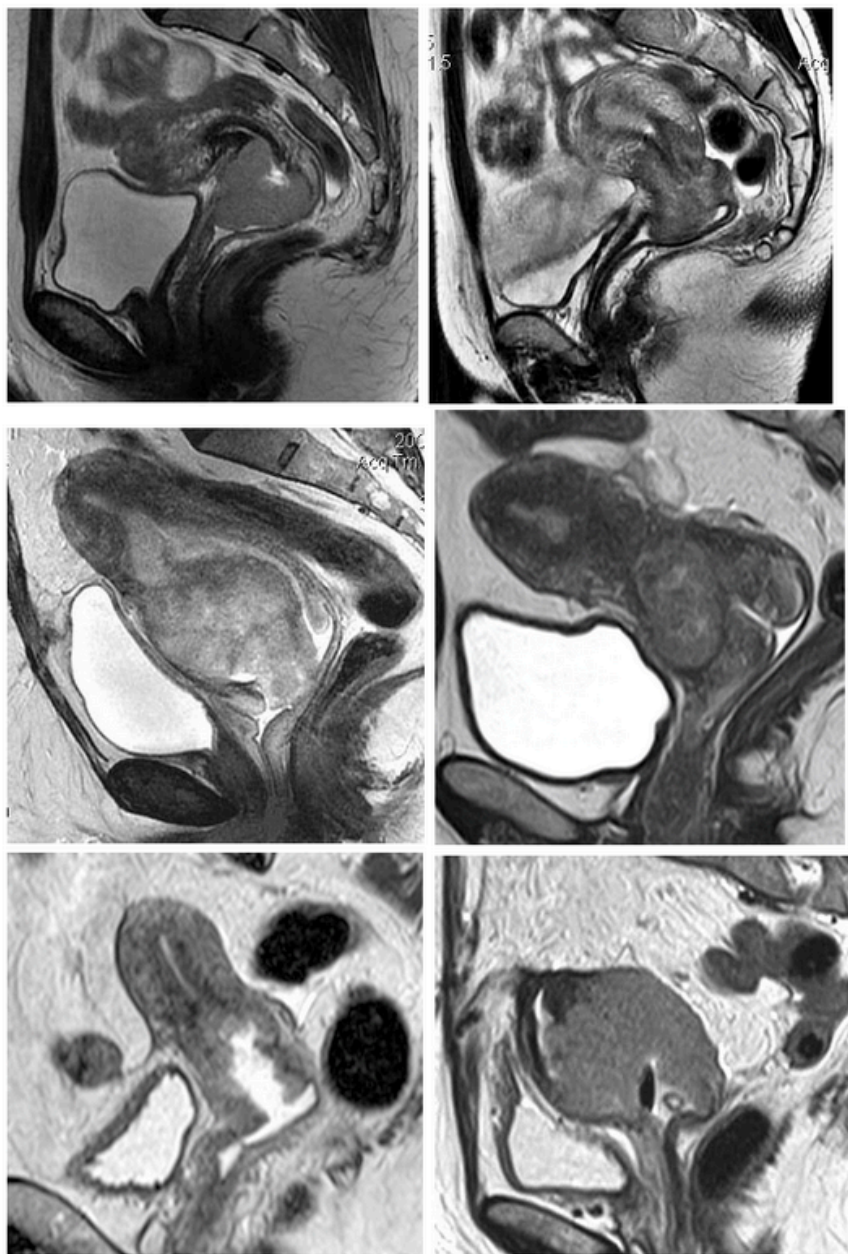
Магнитно-резонансные томограммы органов малого таза у больных раком шейки матки (T2 взвешенные изображения в сагиттальной проекции). (Сверху-вниз и слева-направо). Экзофитная форма роста, эндофитная форма, смешанная форма, рак цервикального канала, язвенная форма, рак культи шейки матки. Экзофитная форма проявляется наличием опухолевых разрастаний, исходящих из влагалищной порции шейки матки, пролабирующих в просвет влагалища, растягивая и деформируя его своды. При больших размерах экзофитной опухоли структура ее становится неоднородной за счет появления зон распада, что на T2 ВИ проявляется наличием чередующихся зон с более высокой интенсивностью, а на постконтрастных T1 ВИ аваскулярными участками. При нарушении питания опухоли может происходить ее изъязвление, что отражается на T2 ВИ появлением дефекта, соответствующего язве, в кратере которой может отмечаться скопление жидкости и газа.
